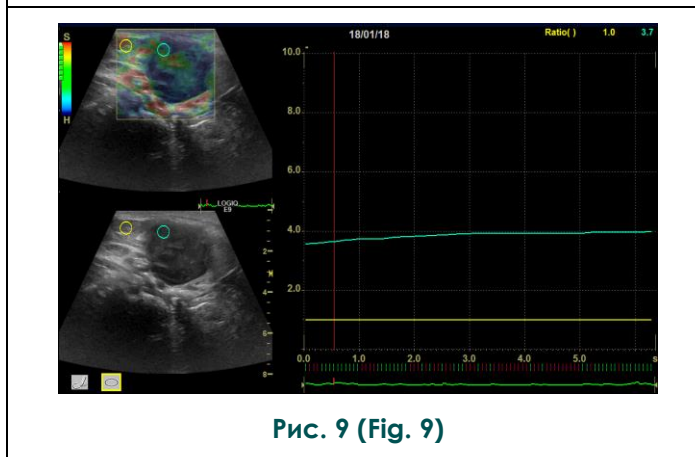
Sonogram. Compression sonoelastography, quantitative assessment. The lymph node affected by lymphadenitis.
